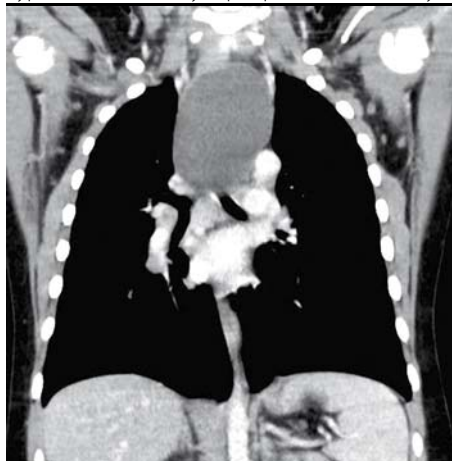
Nativní CT vyšetření hrudníku, koronární rekonstrukce. V horním mediastinu je patrný hypotenzní útvar oválného tvaru, jícen je patrný jako výraznější hypotenzní proužek při jeho horní kontuře vpravo
